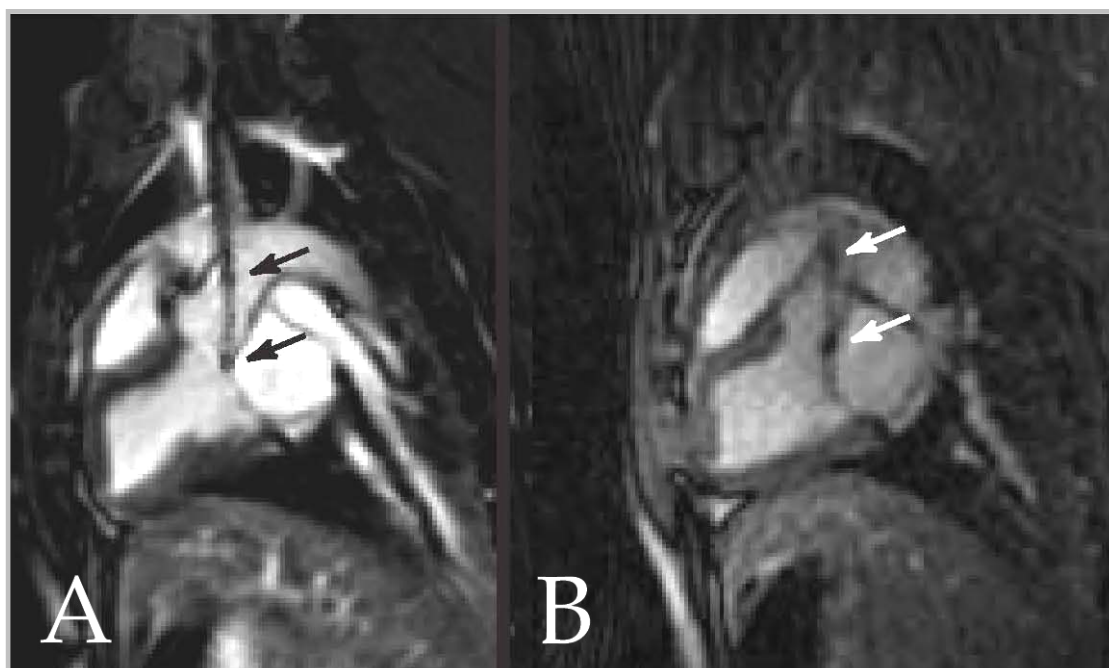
Cine-Magnetresonanz- (A) und Echtzeitmagnetresonanzbild (B) des Herzens im parasagittalen 2-Kammer-Blick. Die passiven Suszeptibilitätsmarker (Pfeile) indizieren die Position des Herzklappenstents im Applikationssystem.
